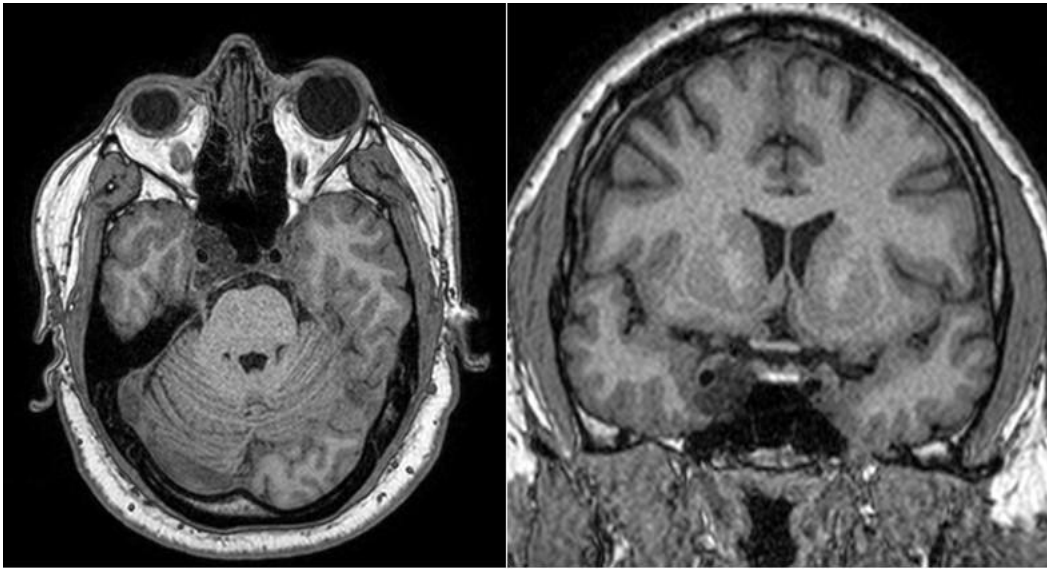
Imagen de resonancia magnética en T1 sin medio de contraste en corte axial y coronal que evidencia lesión hipointensa a nivel paraselar derecha en compartimento medial, anterior y posterior del seno cavernoso derecho en relación estrecha con arteria carótida interna derecha paraclival y cavernosa.
